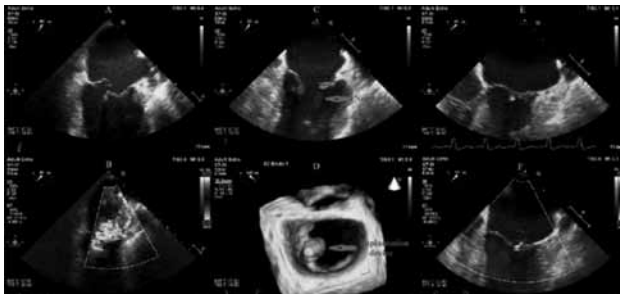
Intraoperative transesophageal echocardiography views.
